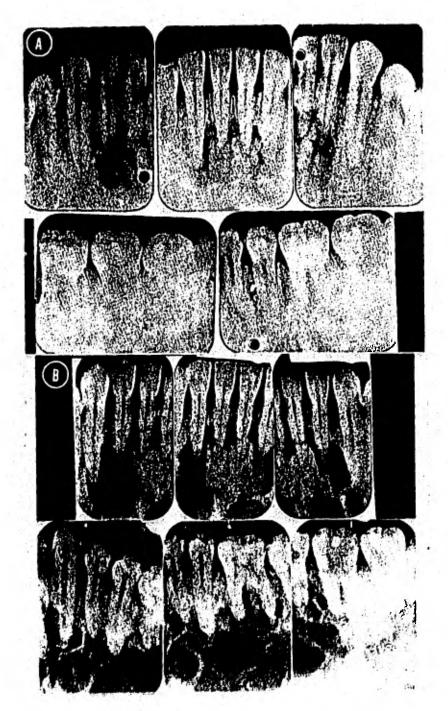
Pronunciada involucración progresiva probada - quirurgicamente en quistes oseos simples, se ven ilus--- tradas en estas series radiograficas de una mujer negra-asintomática de 44 años de edad.
